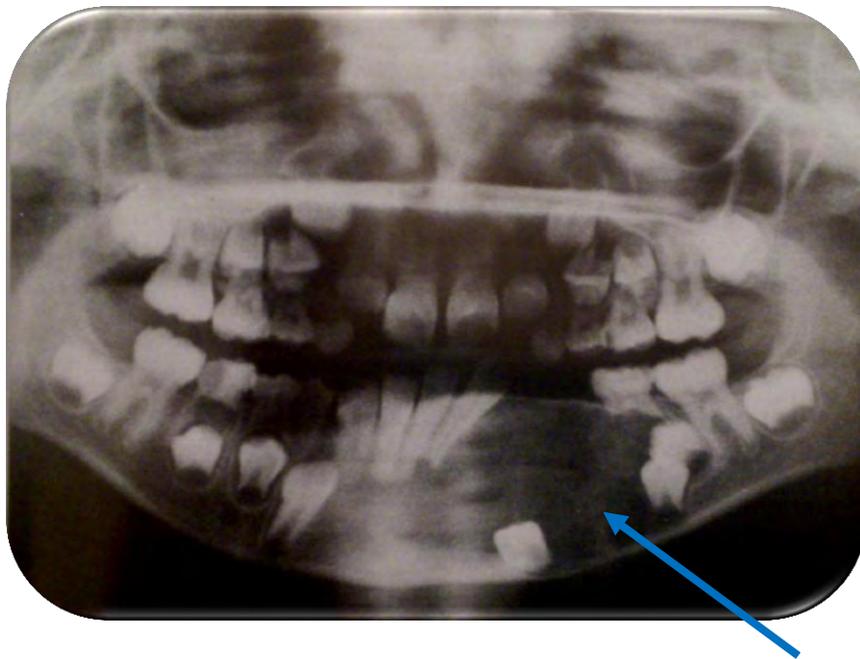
Radiografía panorámica. Displasia Fibrosa en mandíbula.
